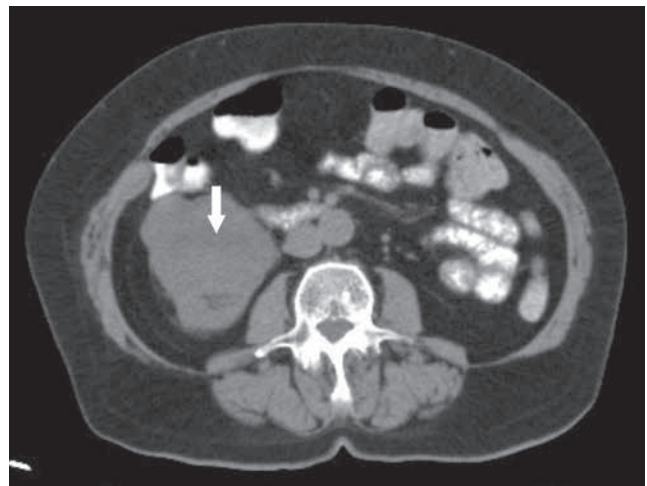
TC tóraco-abdominal: gran lesión ocupante de espacio dependiente de la cara anterior del polo inferior del riñón derecho, que comprime y desplaza en sentido superior la pelvis renal y en sentido medial el uréter.
